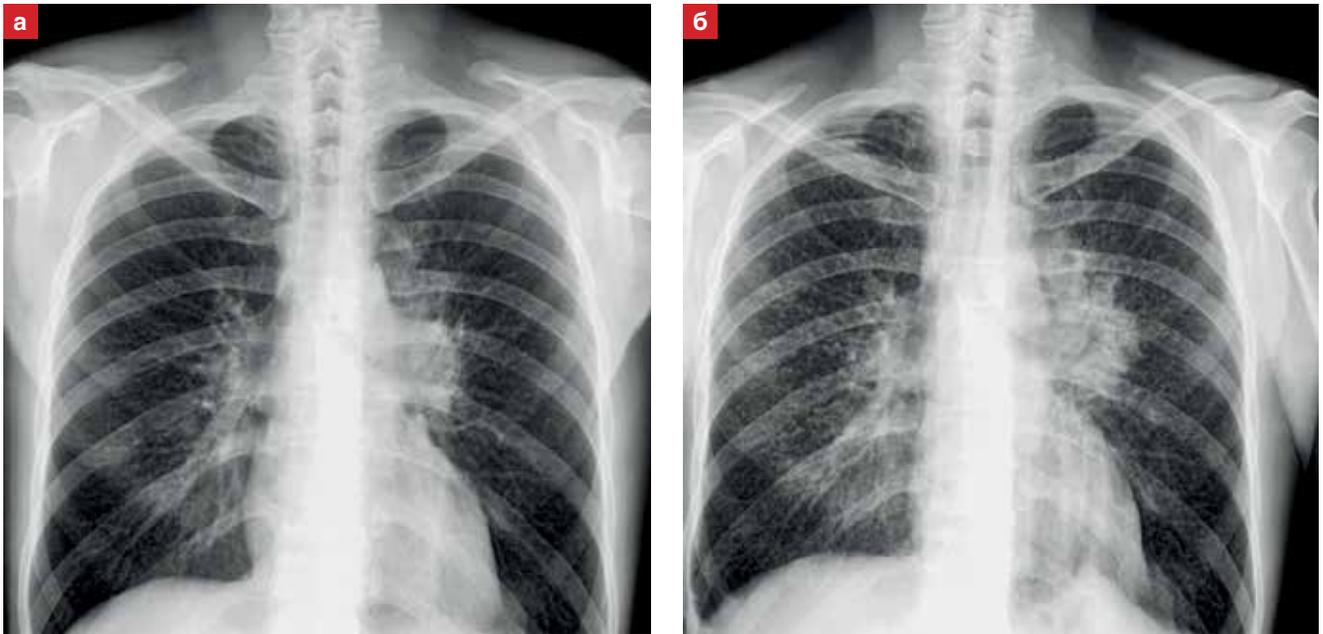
Рентгенография органов грудной клетки на 1-й (а) и 41-й (б) день госпитализации. Объяснение в тексте
